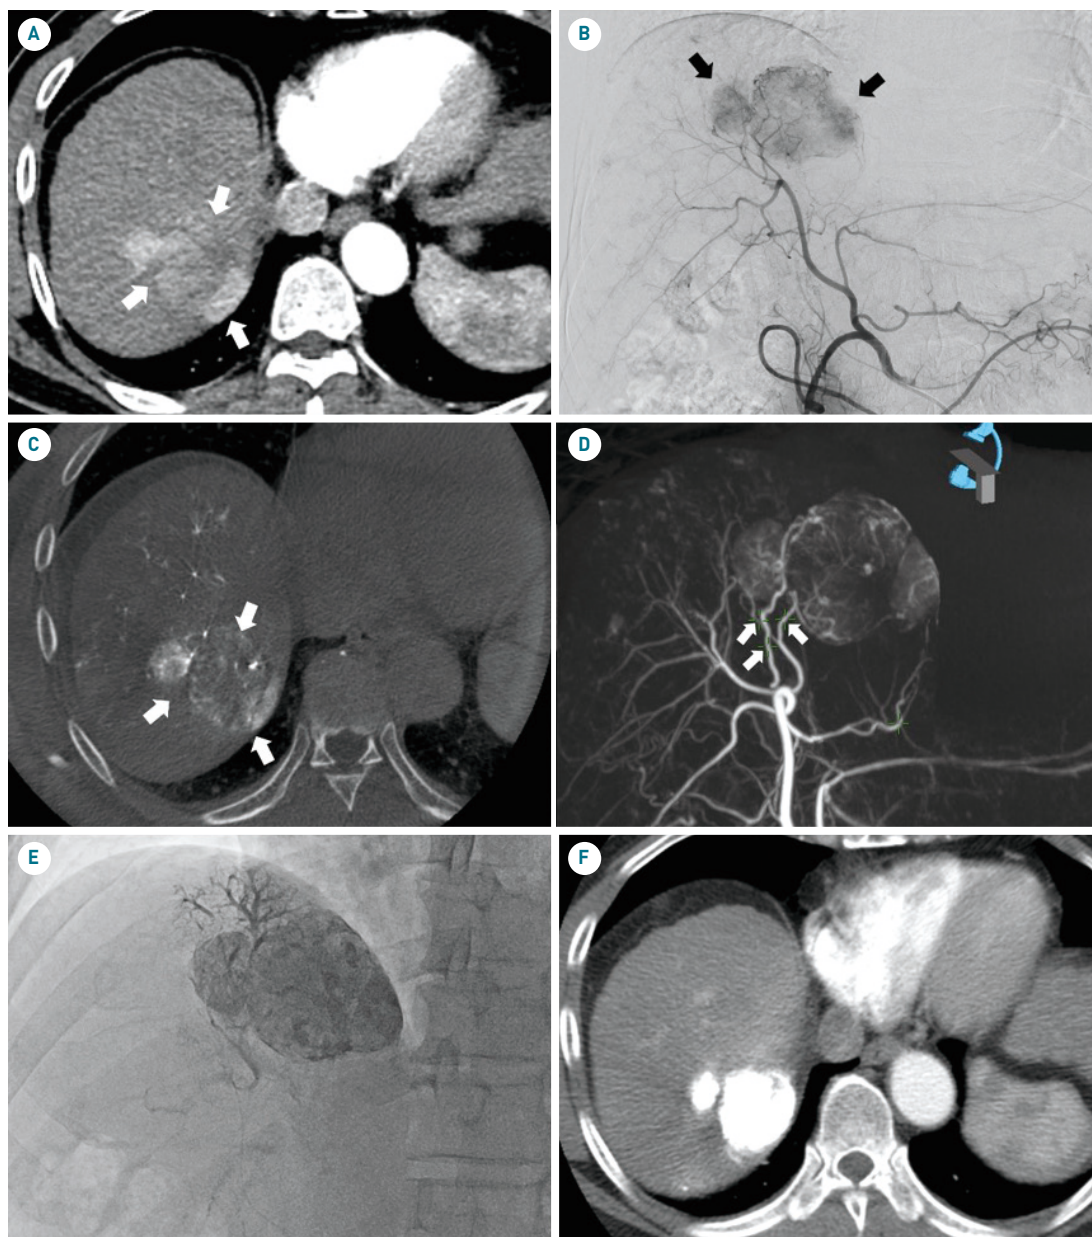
Cone-beam CT를 이용한 초선택적 경동맥화학적색전술의 사례. (A) CT의 동맥기영상에서 간의 우엽에 조영증강을 보이는 종양(화살표)이 보임. (B) 혈관조영영상에서도 과혈관성종양(화살표)이 보임. (C) Cone-beam CT의 횡단영상에서 과혈관성종양(화살표)과 영양동맥을 확인함. (D) 3차원영상에서 4개의 영양동맥을 표시(화살표)하여 미세도관의 유도에 이용함. (E) 각각의 영양동맥을 통해 초선택적화학적색전술 시행함. (F) 3개월 후 시행한 CT에서 종양에 조영증강을 보이는 부분은 남아있지 않고 리피오돌이 충분히 침착된 것을 확인함.
